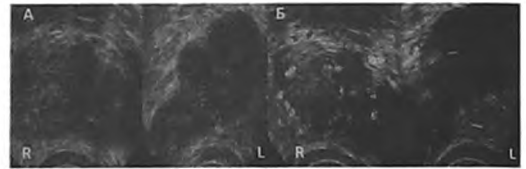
Пациент А., 76 лет. Инвазия рака предстательной железы в СП. Жалобы на постоянные боли в области крестца, отек нижних конечностей (лимфостаз). При пальцевом ректальном исследовании определяется плотный опухолевый инфильтрат предстательной железы, распространяющийся на СП. ПСА – 45 нг/мл. При остеосцинтиграфии – мета-статическое поражение костей таза и позвоночника. Верификация диагноза путем биопсии. ТРУЗИ. А. В-режим. Структура правого СП полностью замещена опухолью, левого СП - на 1/3 от объема. Увеличение обоих СП, кистозная перестройка структуры левого СП (везикулостаз). Б. Режим ЦДК. Диффузная гиперваскуляризация правого СП, парциальная гиперваскуляризация левого СП
